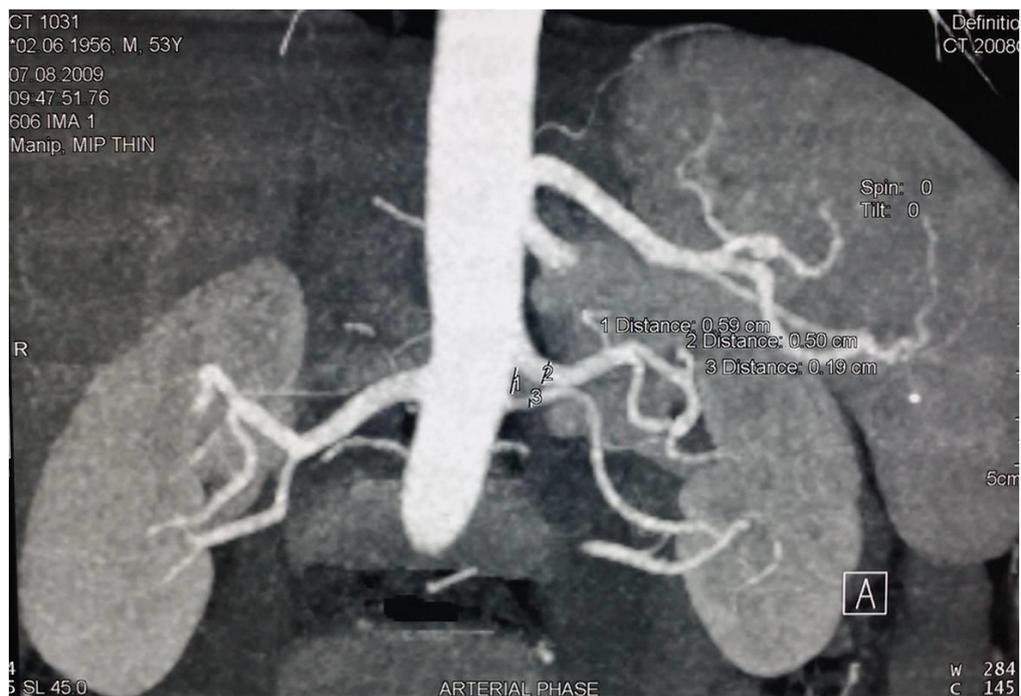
Компьютерная томография (артериальная фаза)
